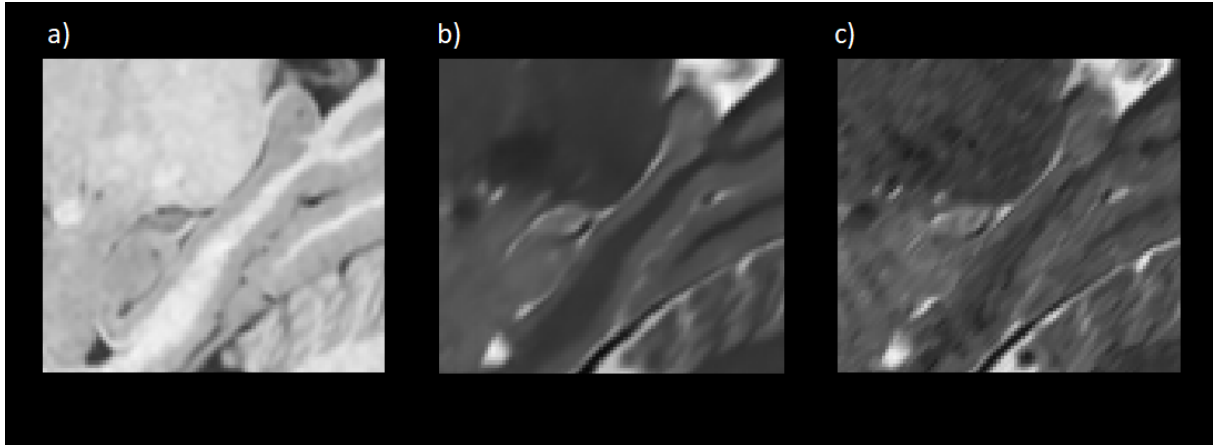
Cortes sagitales de tres *crops* IRM potenciados en T1 y T2 pertenecientes a un sujeto del conjunto de *test*. a) *Crop* SR potenciado en T1 generado por la mejor red T1 SR. b) *Crop* SR potenciado en T2 generado por la mejor red de síntesis T2 (Experimento 5). c) *Crop* HR potenciado en T2.
